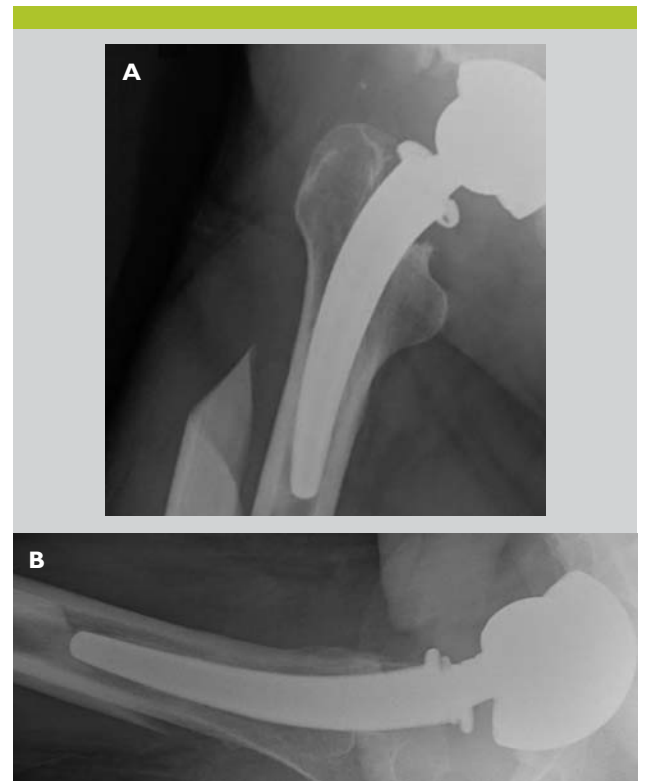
B. Radiographies standards d'une fracture récente de type B₁ selon la classification de Vancouver sur traumatisme adéquat, chez un patient asymptomatique auparavant
